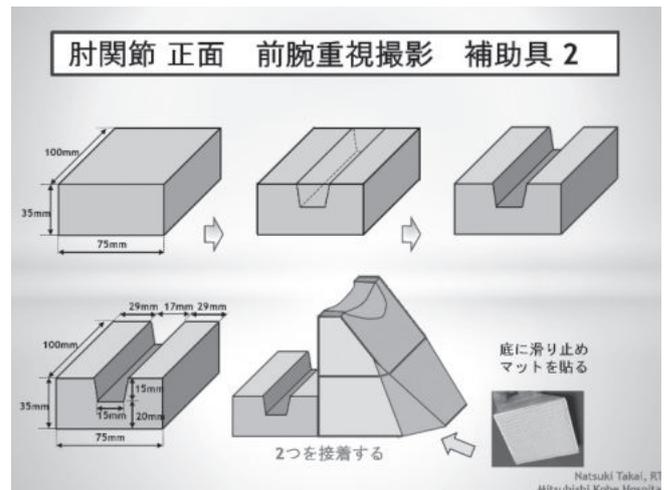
肘関節正面 X線撮影 前腕優位撮影用の補助具 (設計図2)
